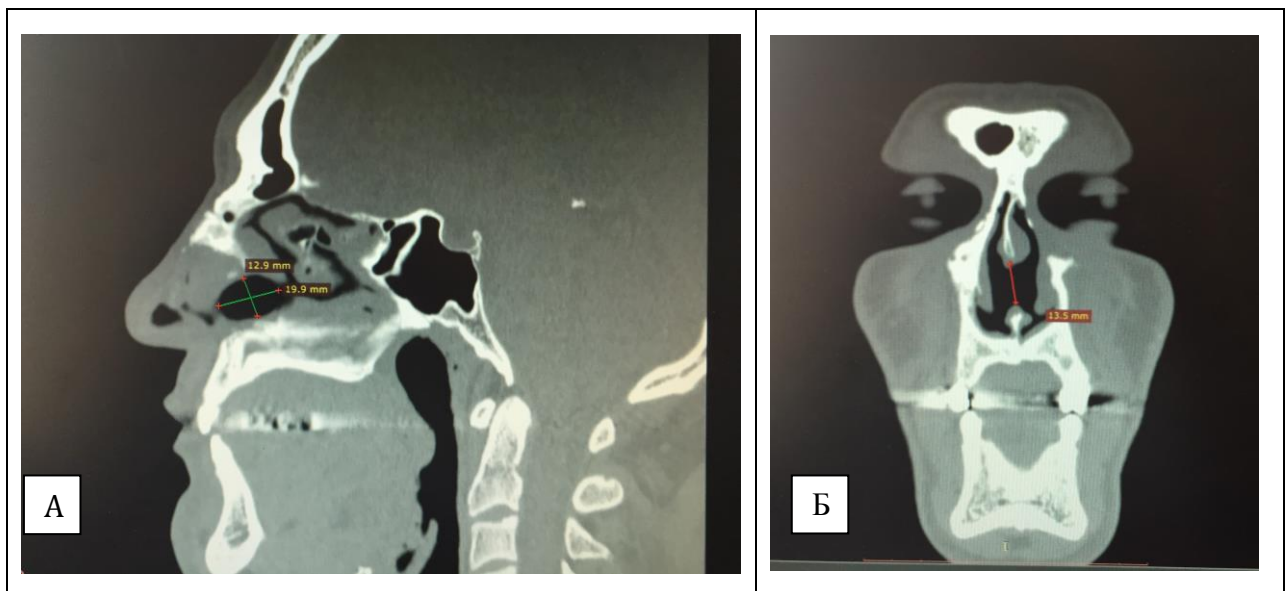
КТ перфорация более 1,5 см в среднем отделе перегородки носа (А - профиль, Б - анфас)
